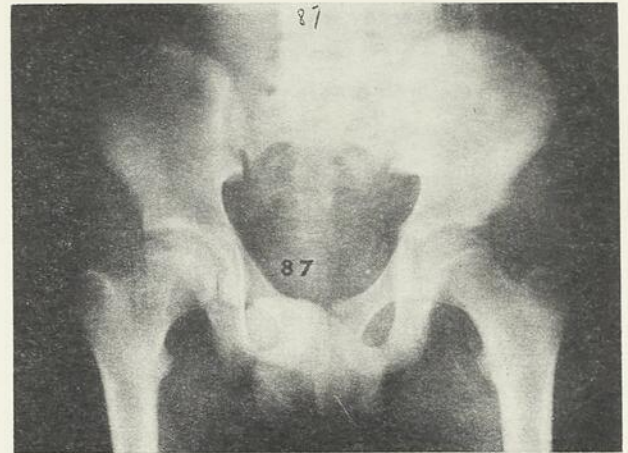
Radiographie du même patient (figure 6) à l'âge de 14 ans et dont l'indice anatomique est maintenant de 87 pour cent.
